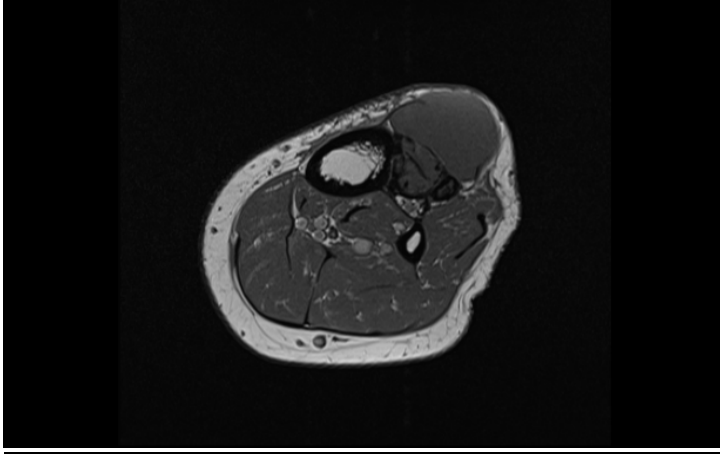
RM en plano axial con secuencias T1, DP con saturación grasa y T1 con saturación grasa tras la administración de gadolinio.
